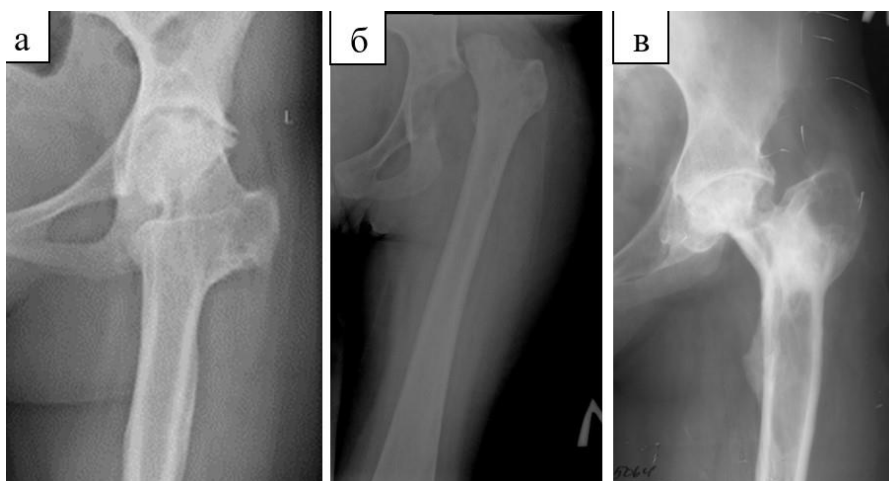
Рентгенограммы пациентов с БГ и ятрогенными изменениями: а) вторичный коксартроз после проксимальной остеотомии бедра; б) вывих бедра после резекции головки бедренной кости; в) последствия остеомиелита в межvertebral области
